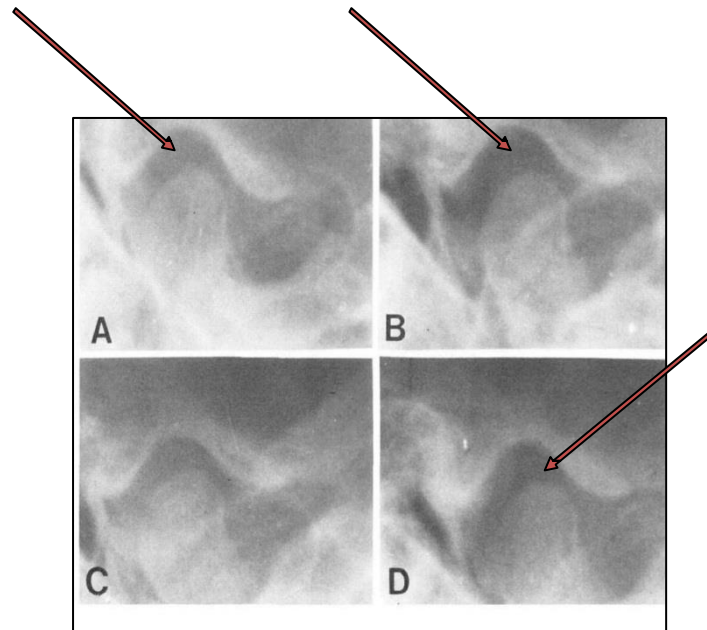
Position du condyle chez les sujets présentant un articulé croisé unilatéral vue par tomographie ^[64]
